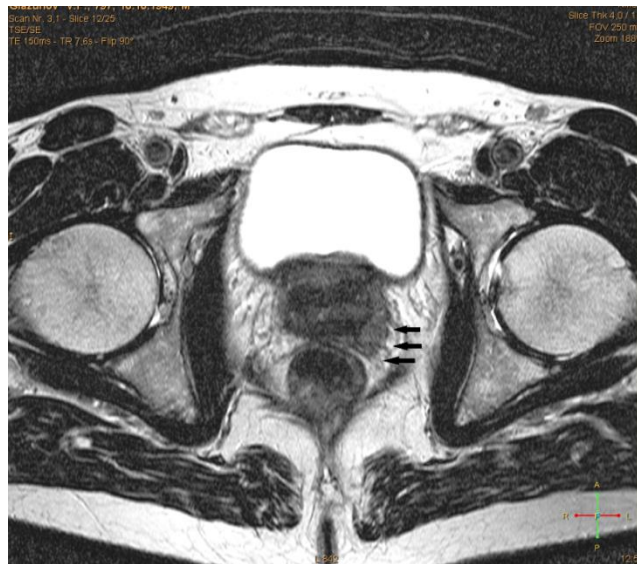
Пациент А., 64 года. МРТ малого таза
